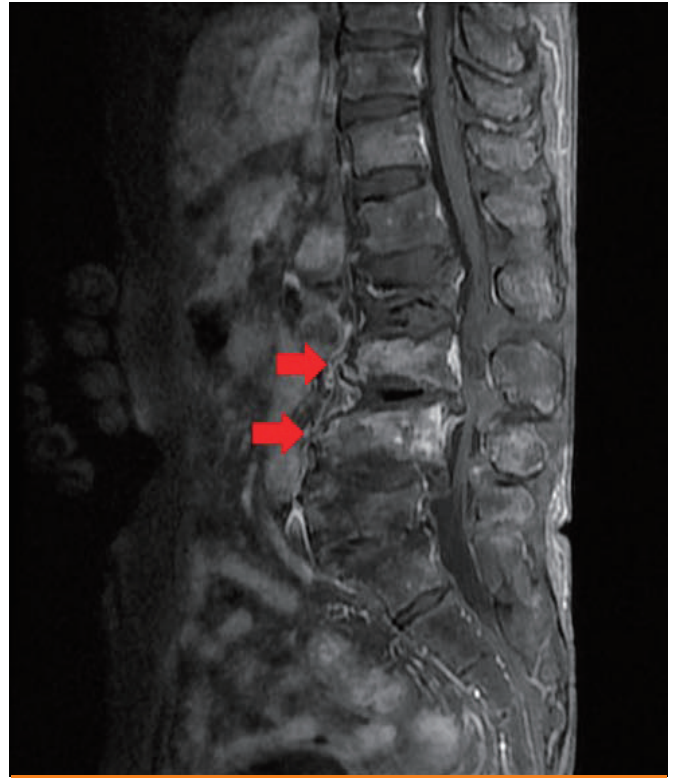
Magnetic resonance imaging of the lumbar spine. Infective spondylitis involving L3-4, small paraspinal abscess pockets, and epidural and paraspinal soft tissue thickening was evident.
